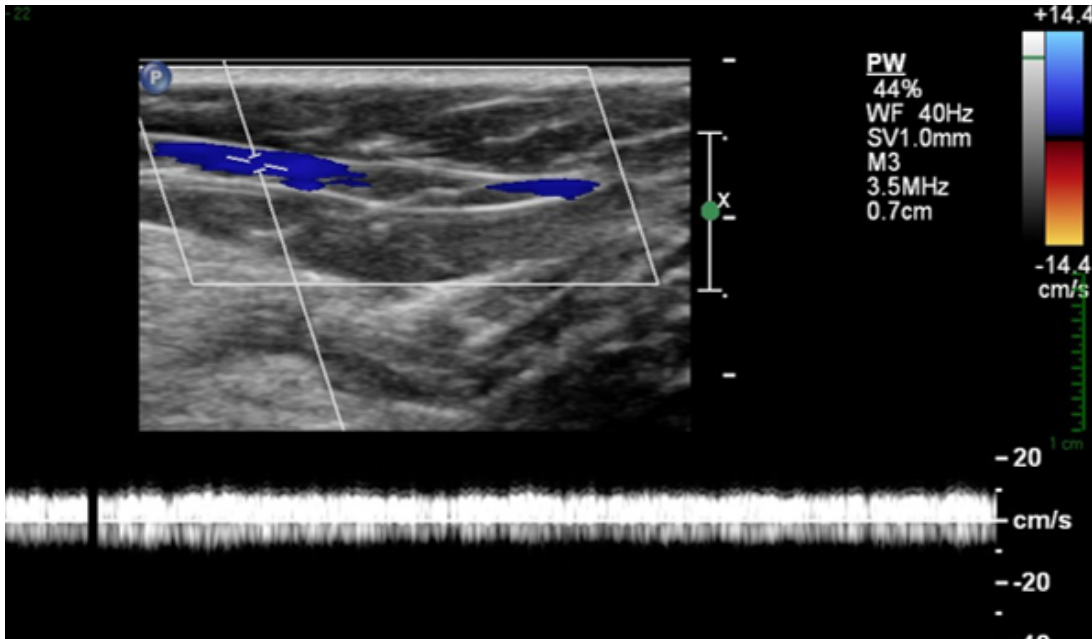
Doppler colorido e pulsado espectral de uma das veias tibiais posteriores
